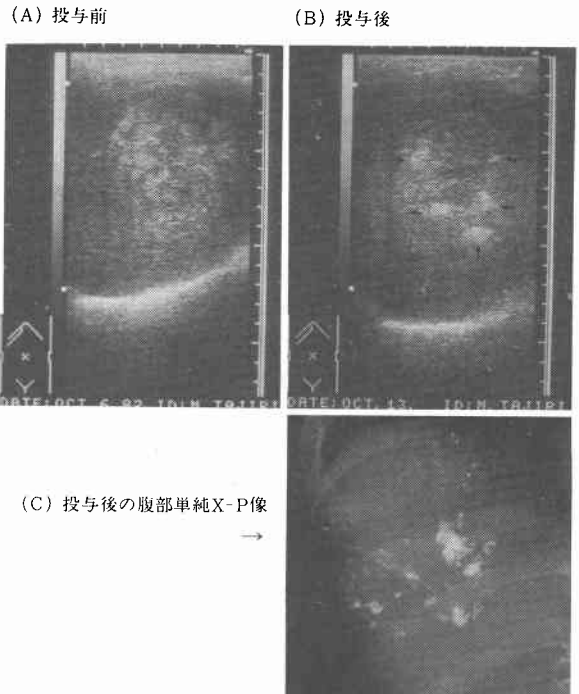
投与前の超音波像および投与後の超音波像と腹
